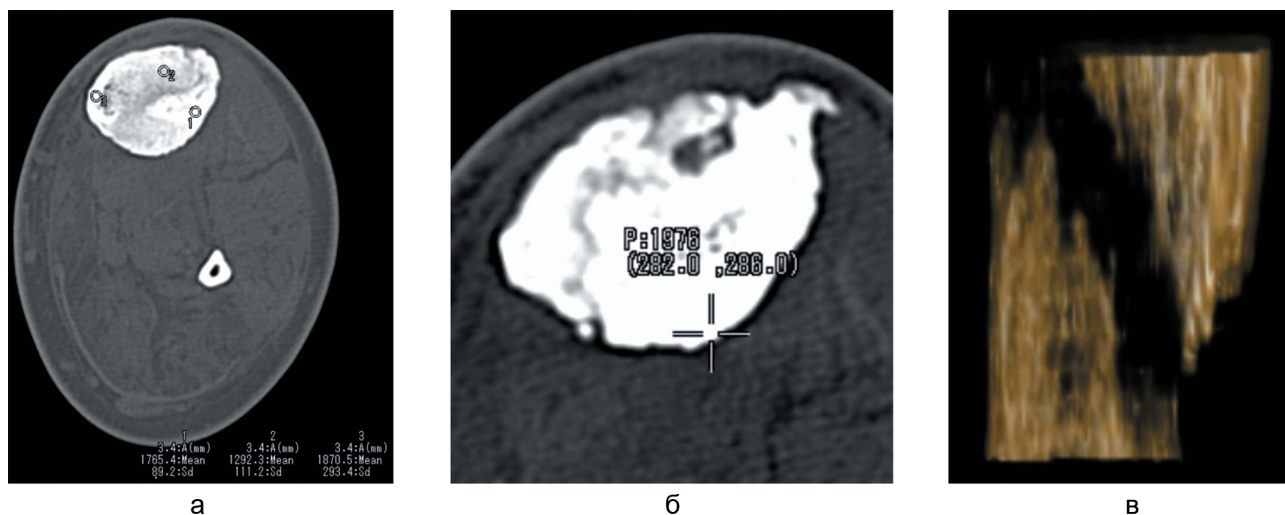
КТ голени больного Г., 18 лет. Врожденный ложный сустав костей правой голени, рецидив: а, б – аксиальные срезы на различных уровнях; в – VRG с обработкой на фильтрах рабочей станции
